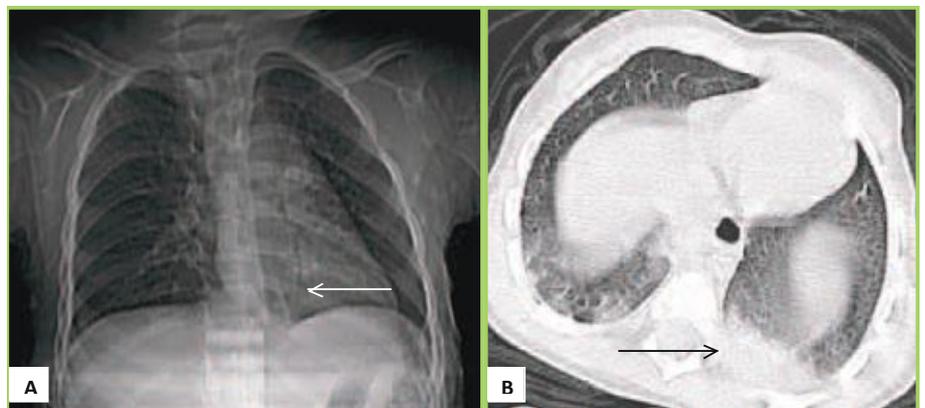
Figure A et B : Radiographie thoracique de face (A) objectivant quelques épaissements des septas peri-broncho-vasculaires proximales bilatérales associés à un foyer parenchymateux au lobe inférieur gauche (LIG). Sur la coupe scannographique en fenêtre parenchymateuse pulmonaire (B), on retrouve la condensation parenchymateuse du LIG.
